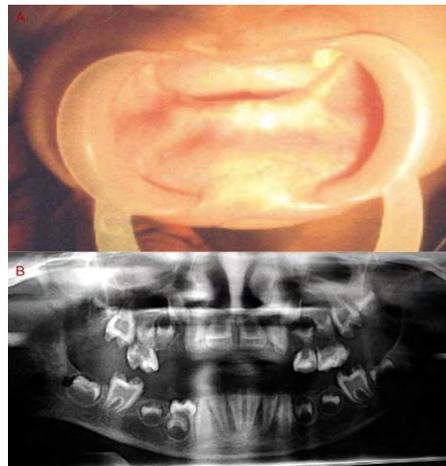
Vue endobuccale et orthopantomogramme d'un patient souffrant de rachitisme (125)
